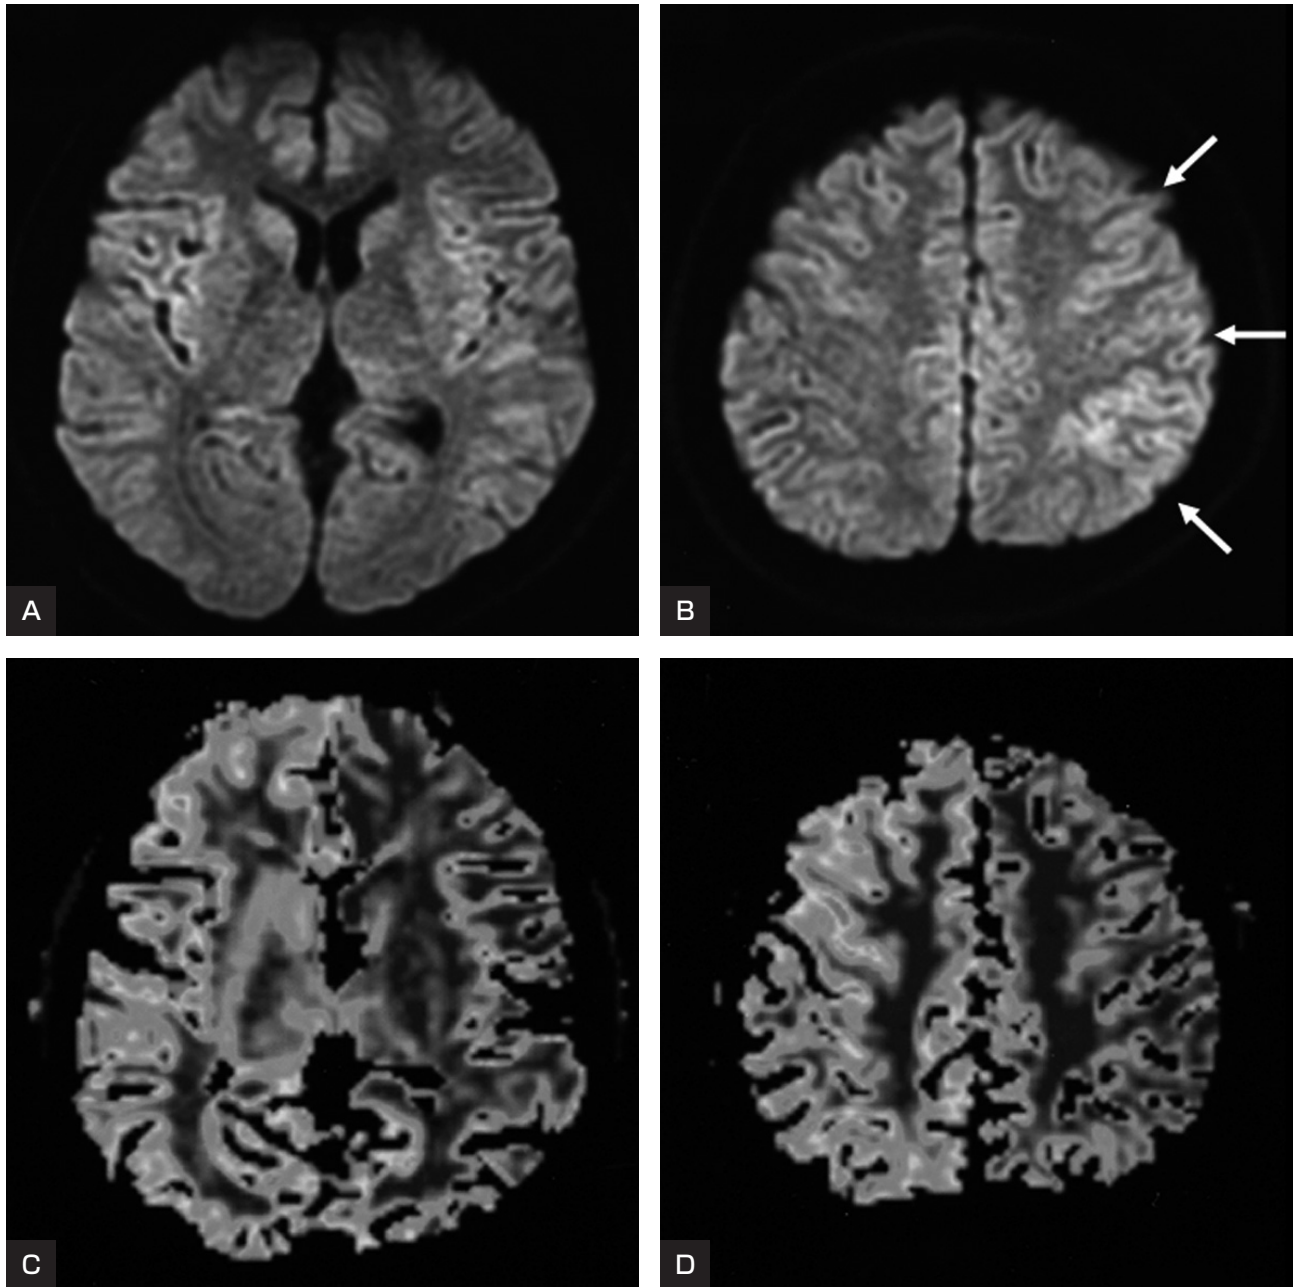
Case 3: Initial DWI and perfusion-weighted image (PWI).
